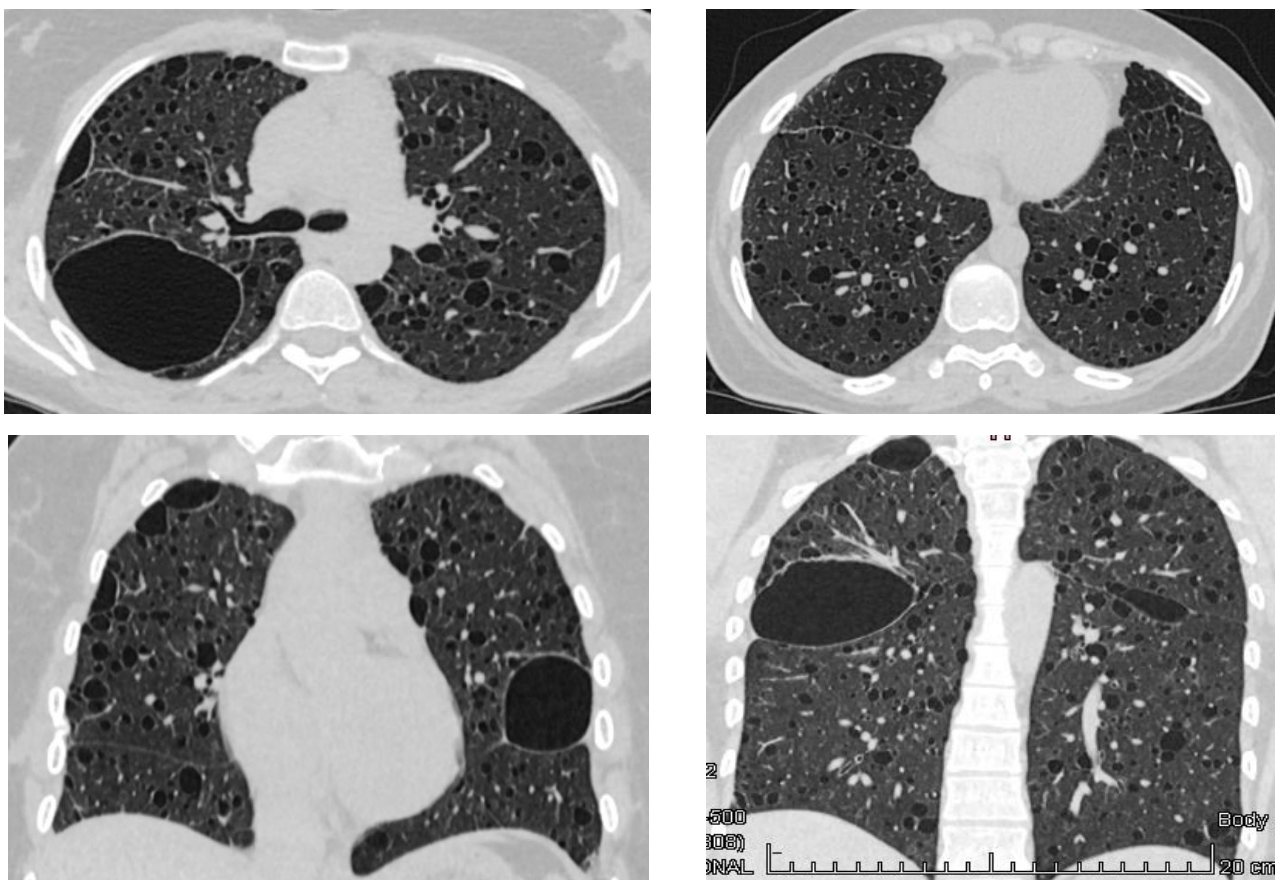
Компьютерная томография легких пациентки С. после резекции гигантских булл
